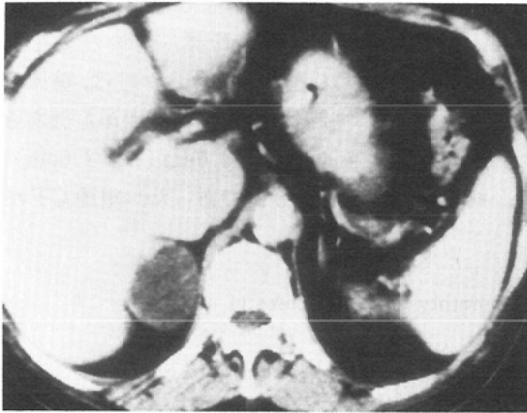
74-year-old woman with nonhyperfunctioning adenoma. Contrast CT scan shows right homogenous adrenal mass, 3.4cm in size.
